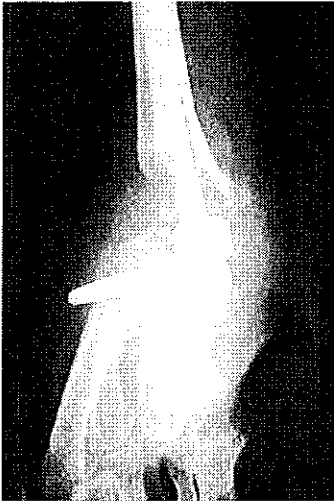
Radiographie d'une effraction corticale métacarpienne (prothèse BIAX)
